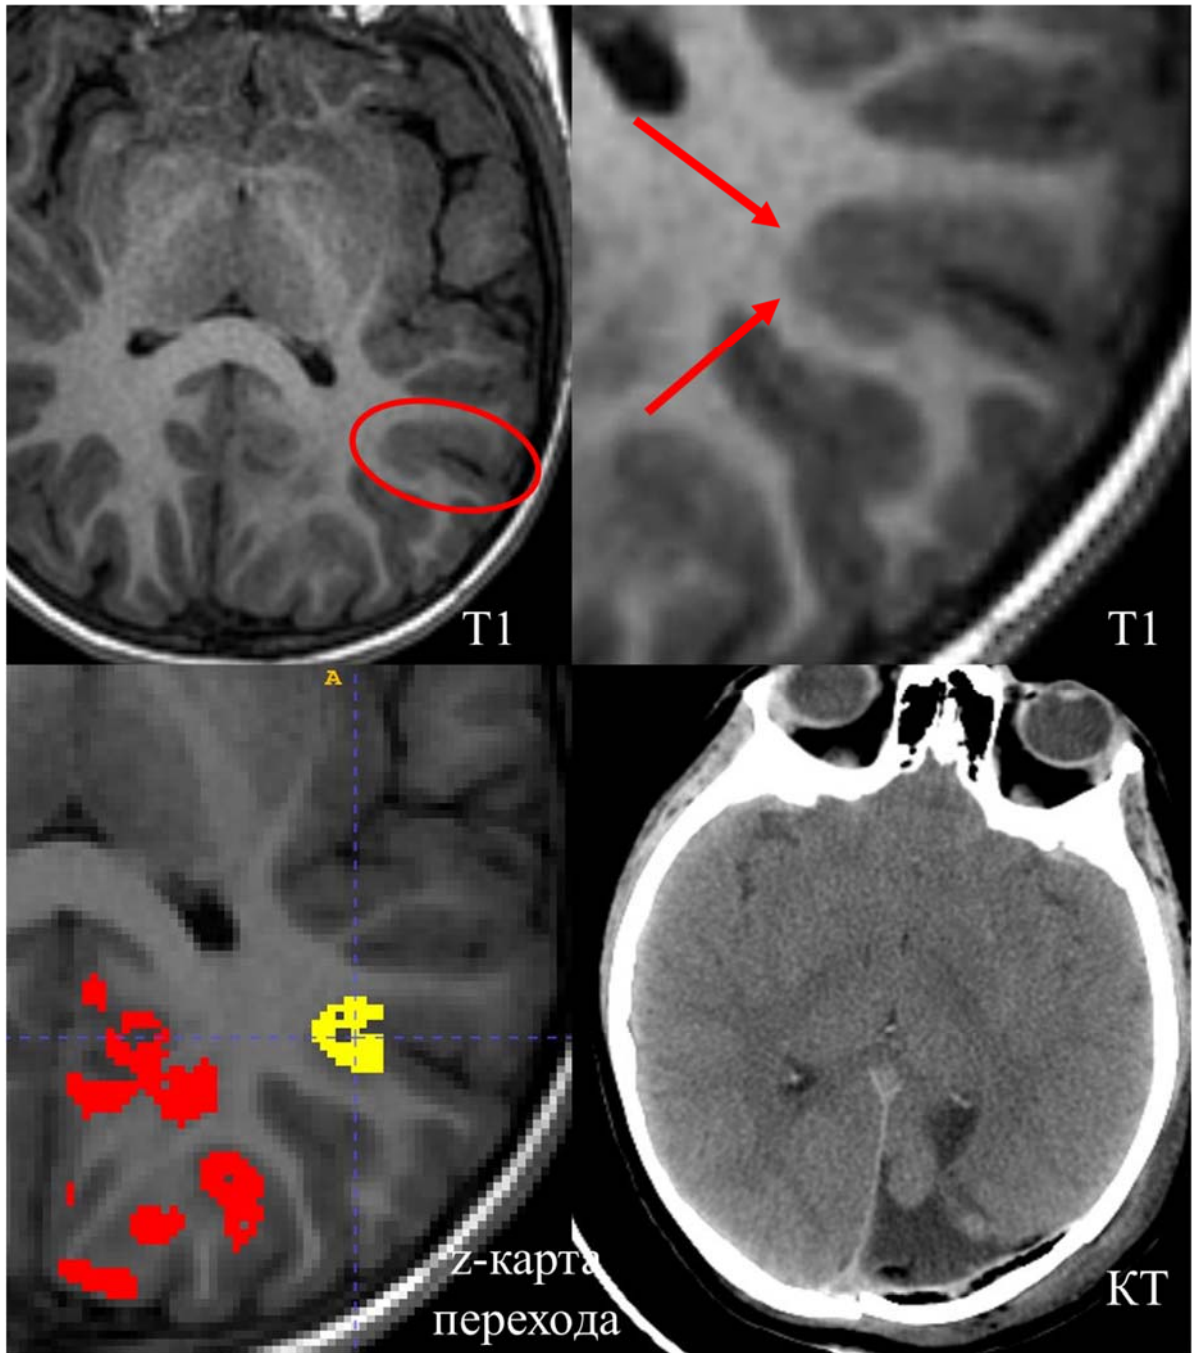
МРТ и КТ-исследования пациента с ФКД левой теменно-затылочной области (красный круг). По данным МРТ отмечаются структурные нарушения левой теменной области, в виде нарушения перехода серого и белого вещества (красные стрелки). z-карты границы перехода серого и белого вещества демонстрируют дополнительную аномально зону (желтый цвет), совпадающие с данными МРТ-исследования и зоной резекции
